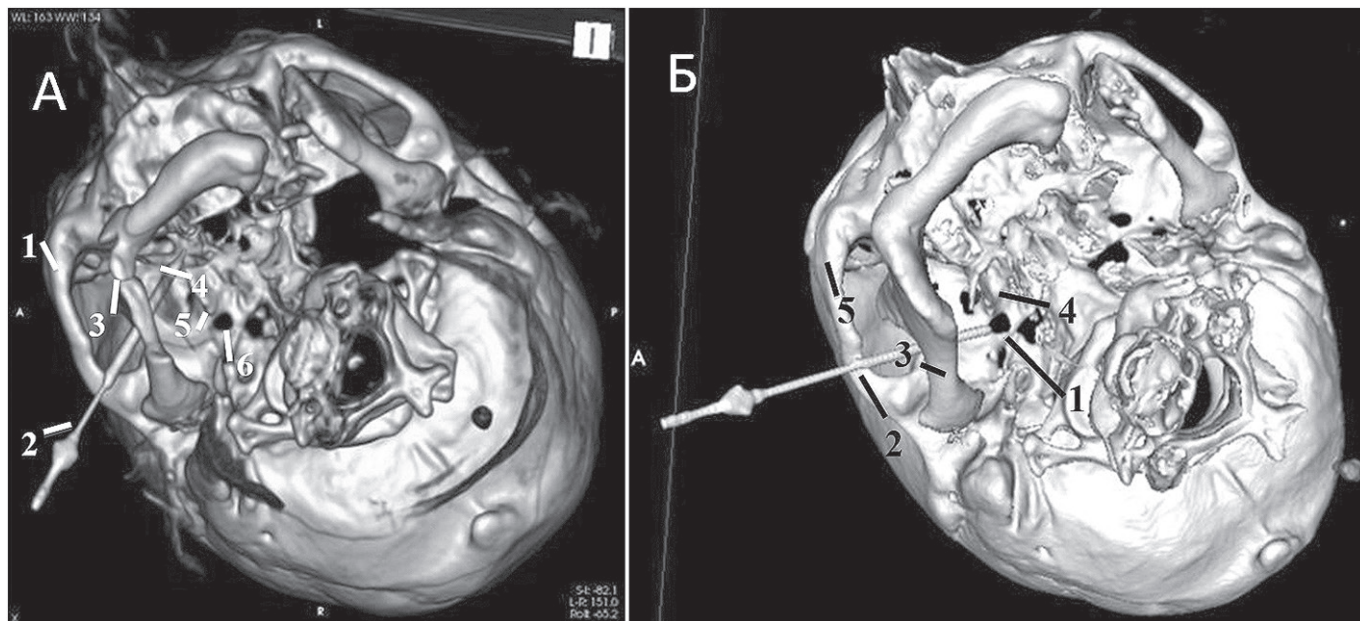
3D-КТ наведение стволковой блокаде А) Верхнечелюстного нерва по С.Н. Вайсблату; 1 – скуловая дуга; 2 – игла; 3 – нижняя челюсть; 4 – крылоноёбное пространство; 5 – крылоноёбный отросток; 6 – овальное отверстие. Б) Нижнечелюстного нерва по С.Н. Вайсблату 1 – скуловая дуга; 2 – игла; 3 – ветвь нижней челюсти; 4 – крылоноёбный отросток; 5 – овальное отверстие.
